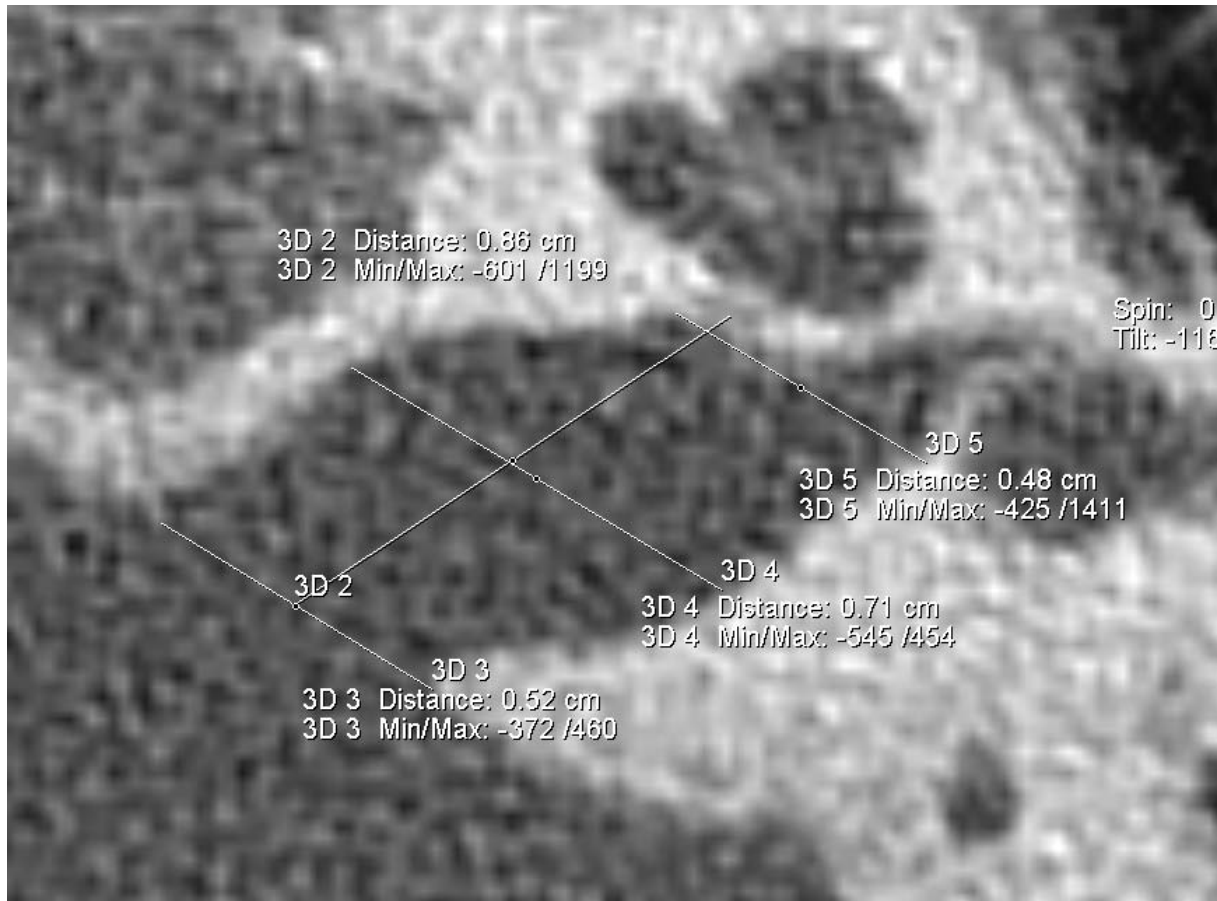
Messung der Länge {3D 2} [CT_IG_L_li] und Breite (Durchmesser) des Inneren Gehörgangs außen {3D 5} [CT_IG_B_A_li], in der Mitte {3D 4} [CT_IG_B_M_li] und innen {3D 3} [CT_IG_B_I_li] mit Tool ‚2D Distance‘
